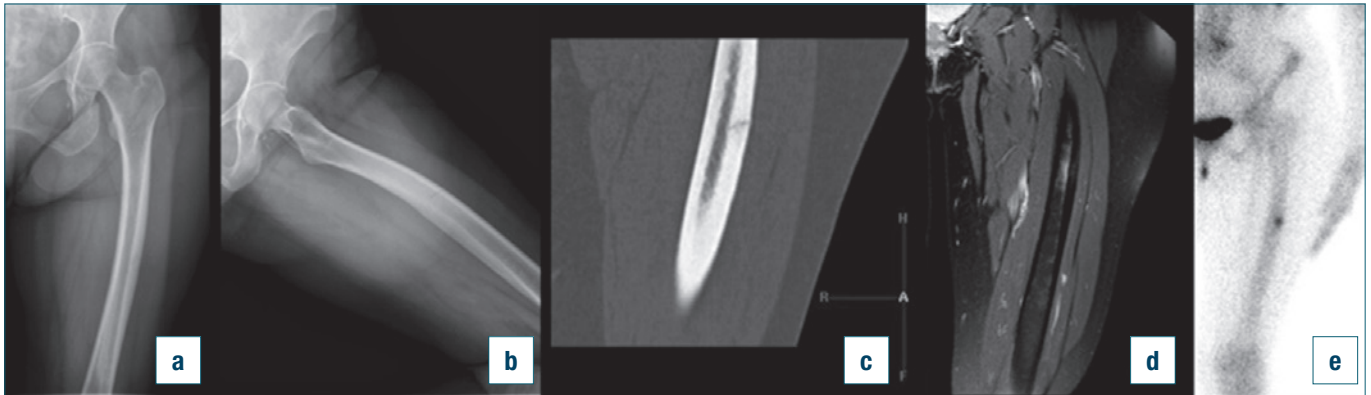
Da sinistra verso destra: RX (a,b), TC (c), RM (d) e Scintigrafia ossea (e) di un caso di FAF incompleta.
